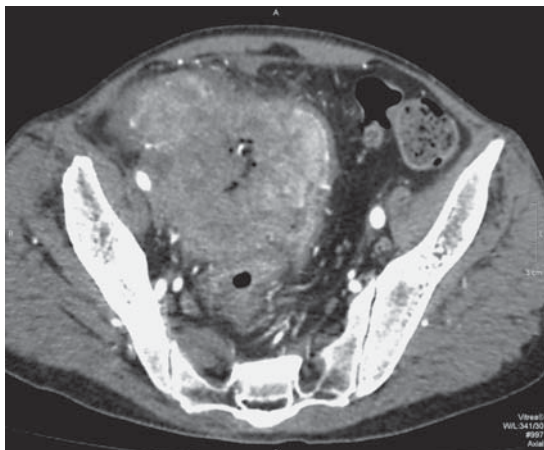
Пациент Ш., 62 года. МСКТ-изображение рецидива рака прямой кишки. Опухолевый инфильтрат по левой стенке таза на уровне перекреста мочеточника с общими подвздошными сосудами с фиксацией к петле тонкой кишки.
